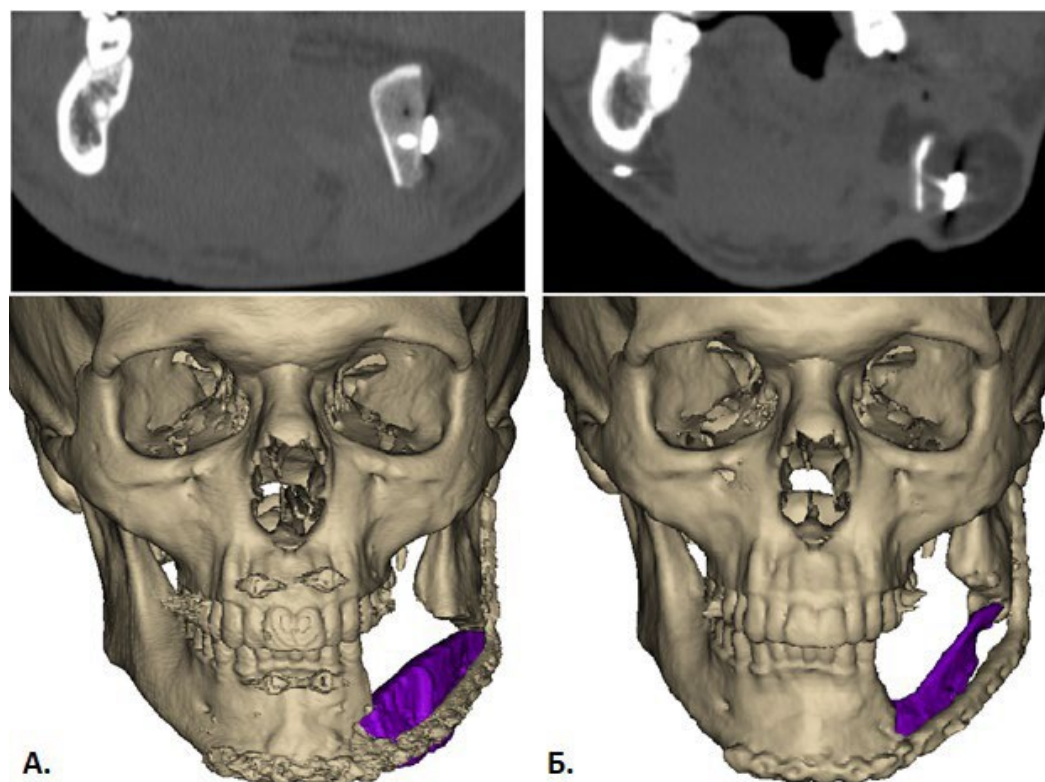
Рентгенологічна картина волуметричних змін кісткового трансплантата, а також візуалізація у програмному забезпеченні Mimics Medical 23.0 (Materialize, Бельгія): А – післяопераційна КТ; Б – КТ через 9 місяців після реконструкції.
